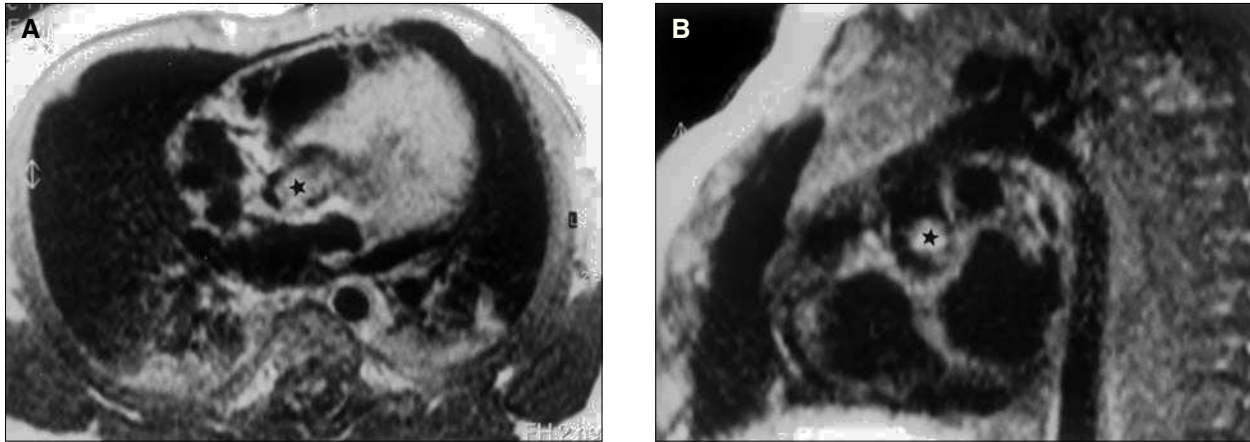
A) Resonancia. El tumor en cavidad ventricular en la zona subaórtica. B) Resonancia. El tumor pasa a la raíz de la aorta creando una obstrucción grave.
